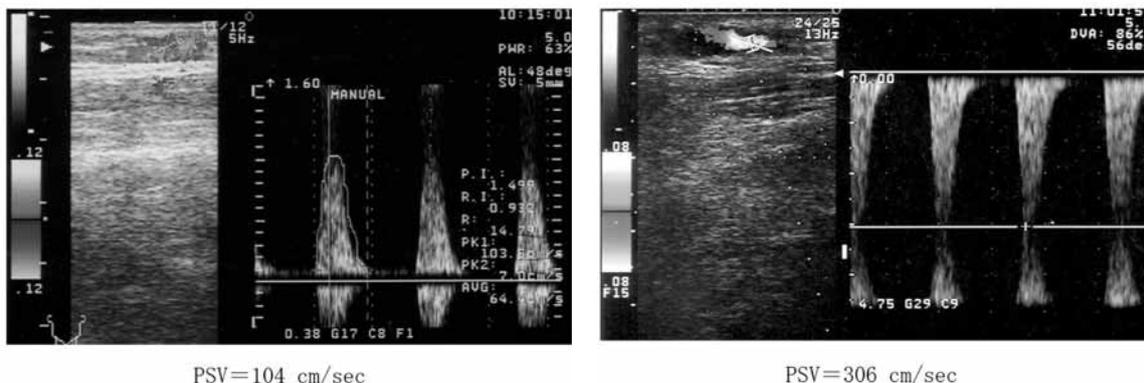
Peak systolic velocity (PSV) of stenotic site increased gradually due to progressive lesion in the vein graft. Mosaic flow by color Doppler method (A), and the jet formation (B).
